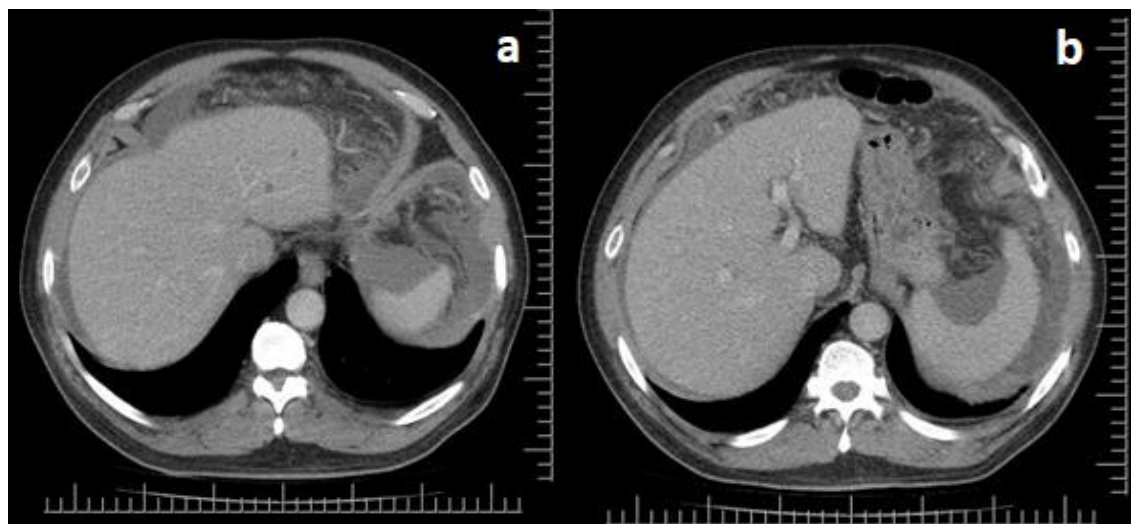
Tomografía de abdomen: a: Líquido libre perihepático y periesplénico; b: Ganglios del peritoneo aumentados de tamaño.
